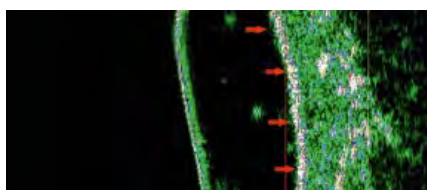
УЗИ кожи в 5-й группе через 7 дней от начала исследования.
